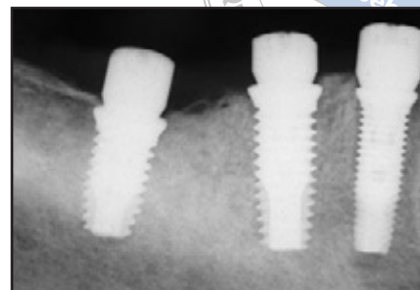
Röntgenaufnahme zum Zeitpunkt der Implantatinserion.
